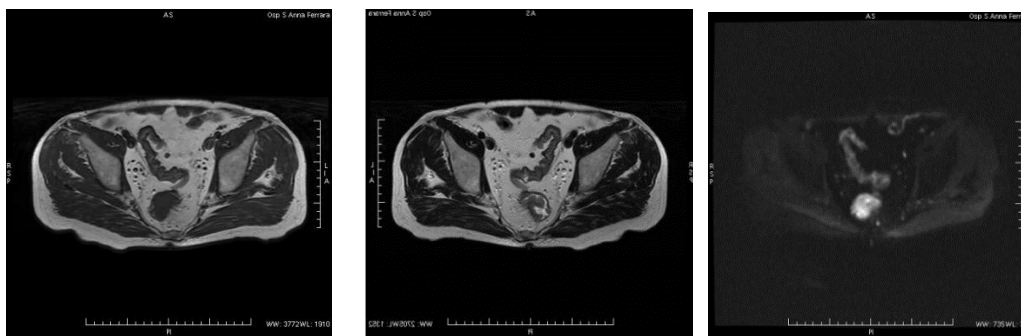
Vediamo tre immagini della pelvi da sx verso dx pesate in T1, T2 e DWI. Probabilmente c'è la prostata che presenta una zona con diffusione ristretta.
